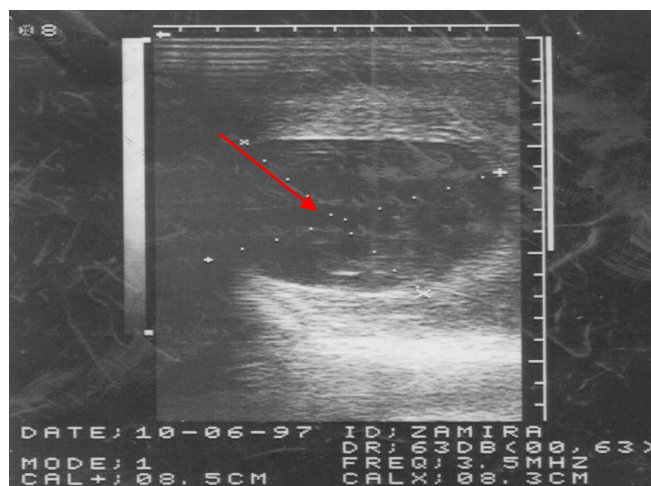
УЗИ печени. Наблюдается изменение округлых форм эхинококковой кисты
